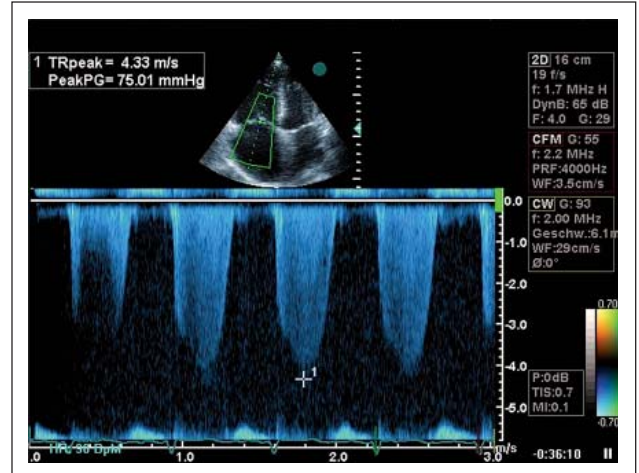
CW-Dopplersignal der Trikuspidalklappe mit schnellem systolischem Regurgitationsjet.
